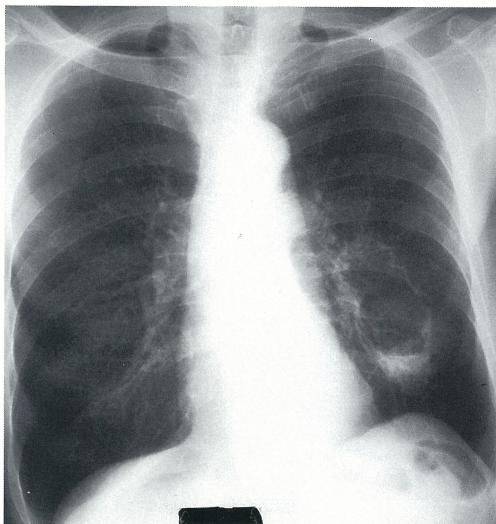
Chest roentgenogram taken by three month after admission, showed further enlargement of cavity
